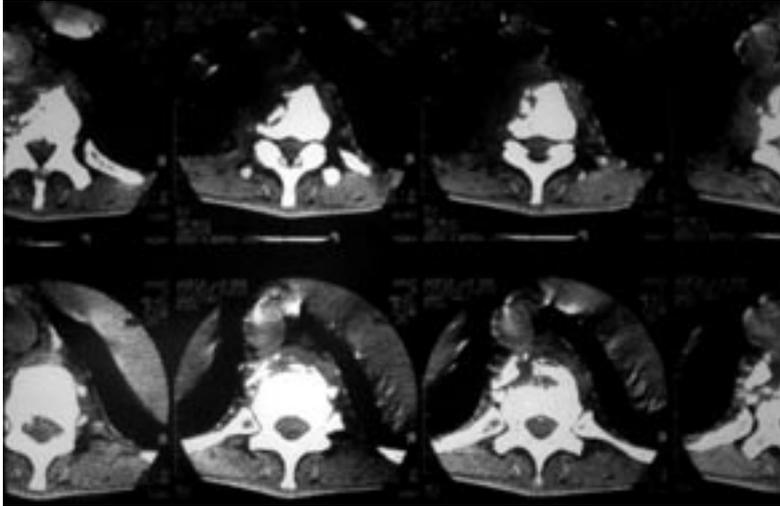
Tomografia Computadorizada da coluna vertebral mostrando destruição dos corpos vertebrais de T11 e T12 com alargamento fusiforme dos tecidos moles circunvizinhos.
